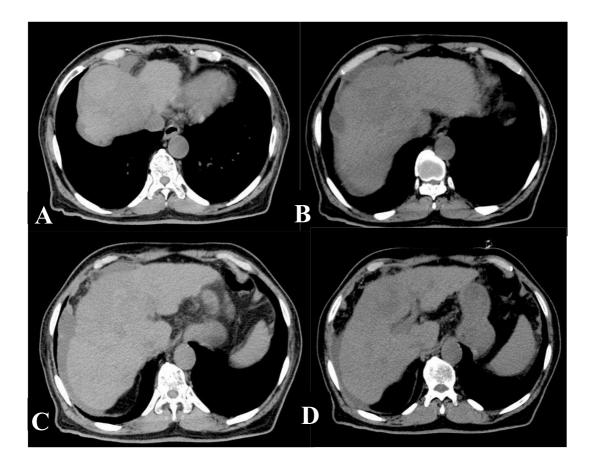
TAC de abdomen simple. Imágenes A, B, C y D en corte axial. Se observa el hígado de aspecto cirrótico, disminución de tamaño, de bordes lobulados, presencia de lesión focal de 4.5 cm subdiafragmática derecha, asociada a otras 2 lesiones inferiores a esta, de menor tamaño, parcialmente definidas. Se visualiza líquido libre abdominal peri-hepático y peri-esplénico. En la imagen D existe la presencia de edema adyacente al hilio hepático.
